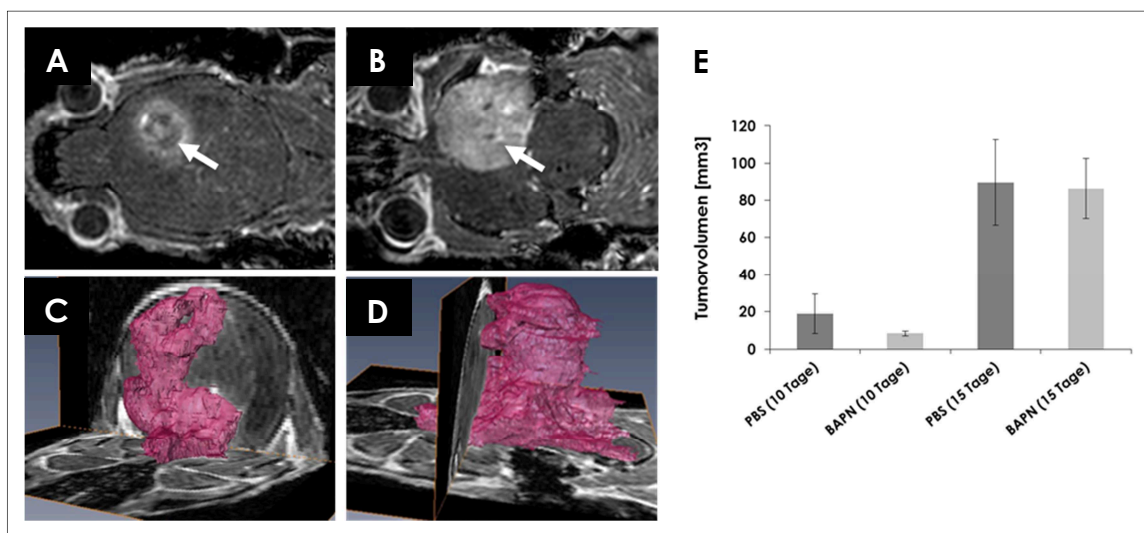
A und B: Zwei Beispielbilder der MRT-Aufnahmen einer mit BAPN-behandelten NMRI nu/nu Maus. Die Bilder zeigen zwei unterschiedliche Ebenen im Gehirn einer Maus. Der Tumor wurde jeweils durch einen Pfeil markiert. C und D: 3D-Rekonstruktion eines PBS-behandelten Tumors nach 15 Tagen. E: Anhand der 3D-Rekonstruktionen bestimmtes Volumen in mm^3 der PBS- und BAPN-Behandelten C6-SP-GFP Tumoren. Die Fehlerbalken entsprechen dem Standardfehler des arithmetischen Mittels, $n=10$, $p>0,05$.
